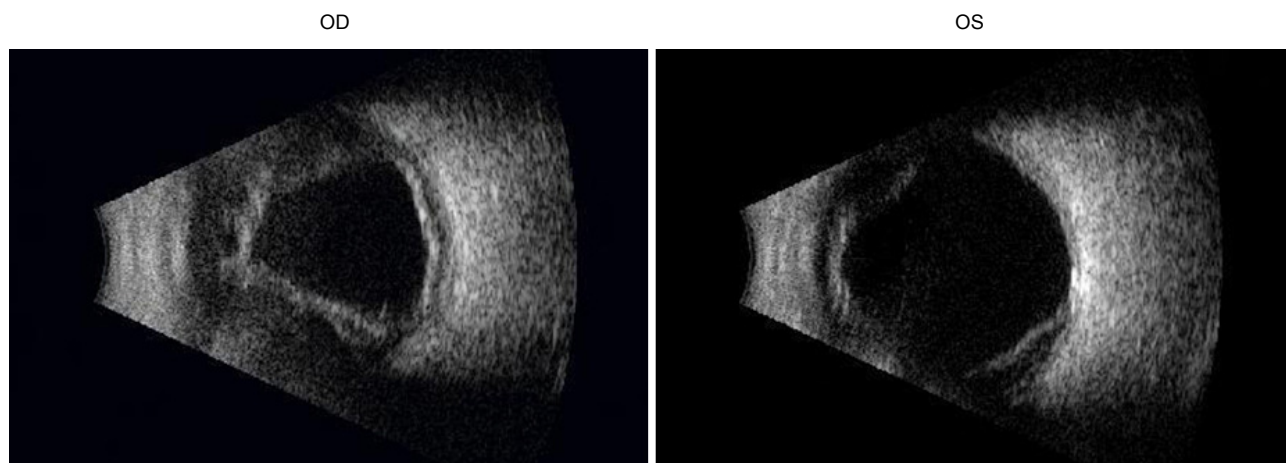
Ultrasound B-scan of both eyes (1 day after right eye surgery and left eye is preoperative state). B-scan images demonstrate ciliochoroidal effusion and detachment in both eyes. OD = oculus dexter; OS = oculus sinister.
